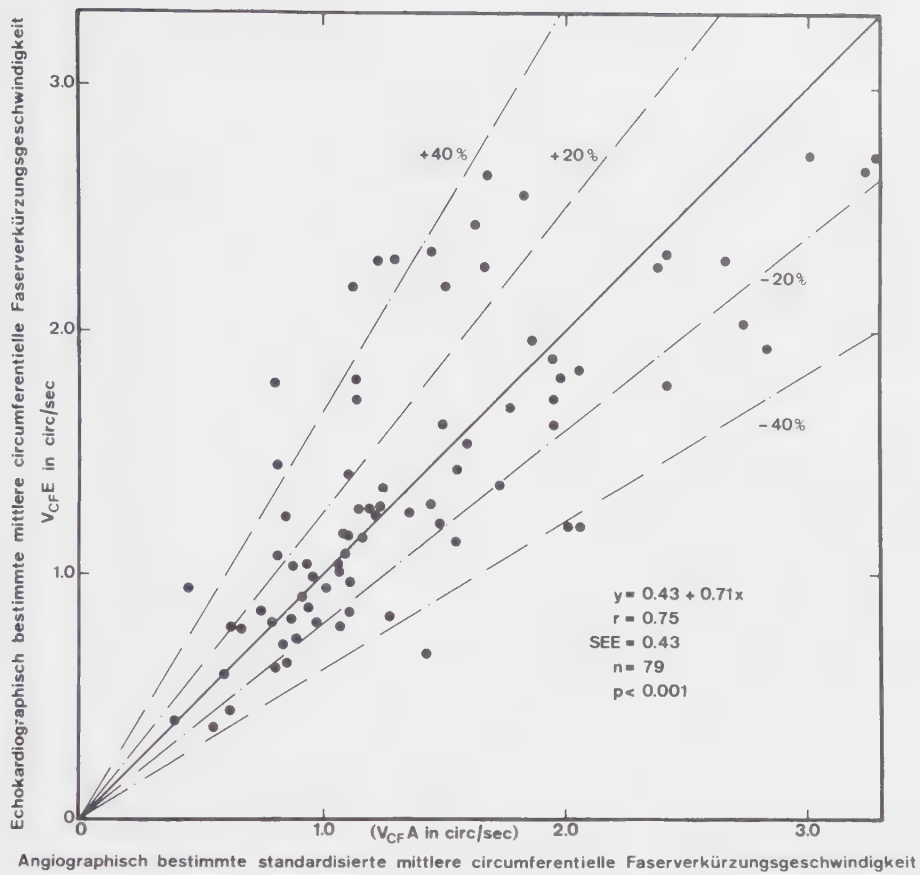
Vergleich der echokardiographisch (V_{CFE}) mit der standardisierten angiokardiographisch (V_{CFA}) bestimmten systolischen circumferentiellen Faserverkürzungsgeschwindigkeit.
